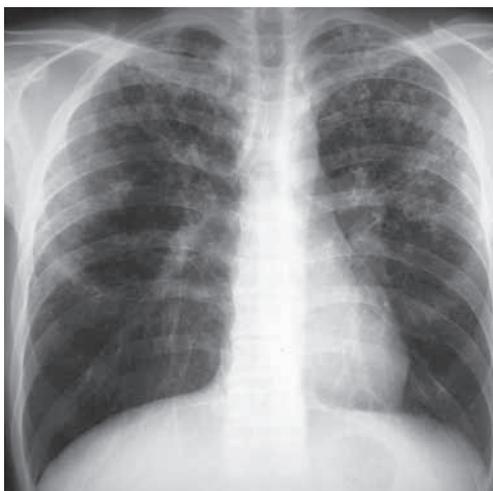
Chest radiograph at previous hospitalization shows small granular shadows and infiltration predominantly in the upper field of both lungs.
